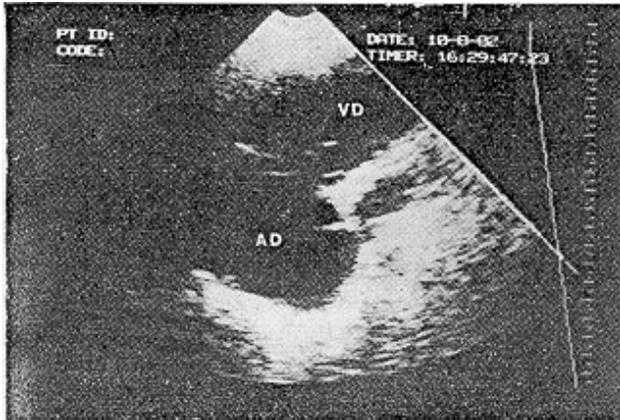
Ecocardiograma bidimensional que mostra, além da sobrecarga diastólica de câmaras direitas, desnível de coaptação entre os folhetos da valva tricúspide e redundância moderada do seu folheto anterior.
